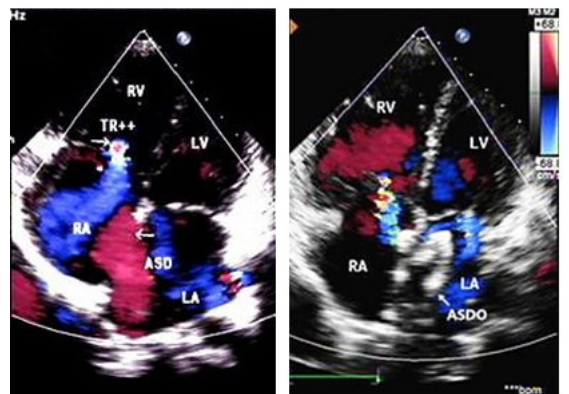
术前与术后 1 d TR 超声表现声像图
